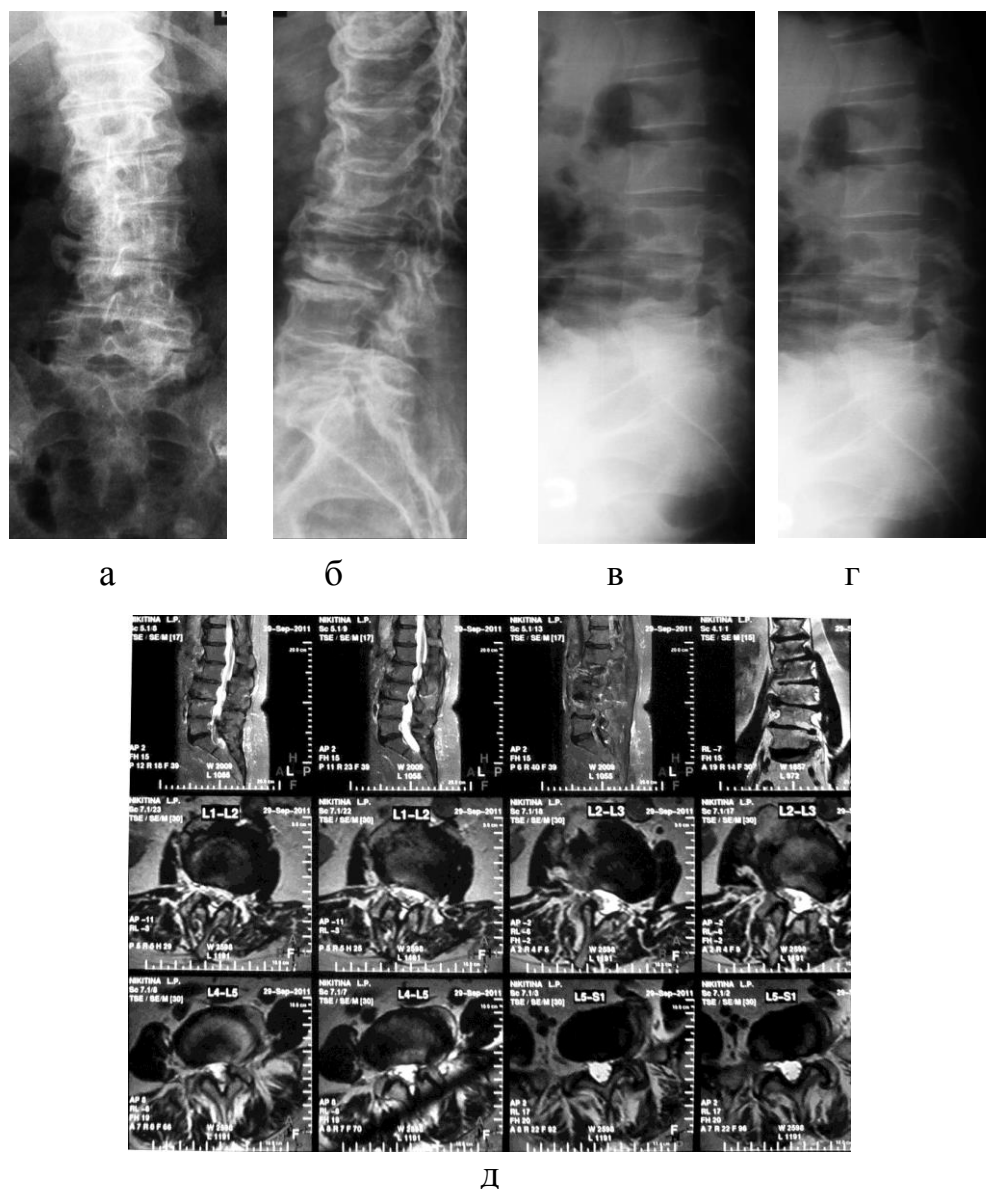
Пациент Н., 63 лет. Ds: Левосторонний поясничный сколиоз (возрастной идиопатический). Многоуровневый стеноз позвоночного канала, нижний парапарез. Системный остеопороз. Рентгенограммы до операции в прямой (а), боковой (б) проекциях, функциональные рентгенограммы (в,г). МРТ до операции (д).
